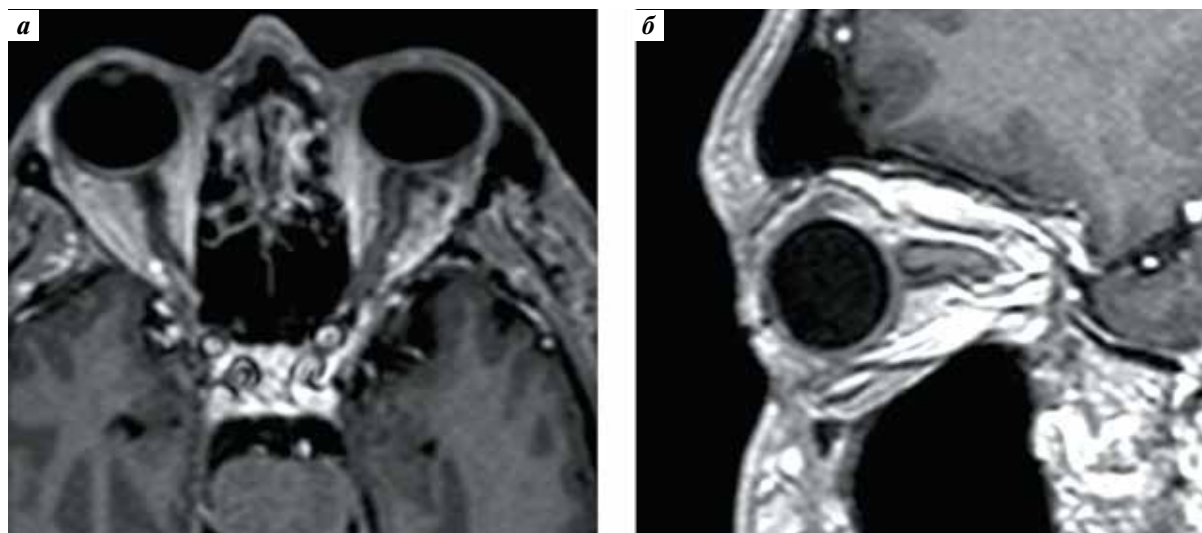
Магнитно-резонансные томограммы пациента Т. в режиме T1 с контрастным усилением через 6 мес после удаления кавернозной гемангиомы левой орбиты. Зрительный нерв декомпримирован: а — аксиальная проекция; б — сагиттальная проекция
